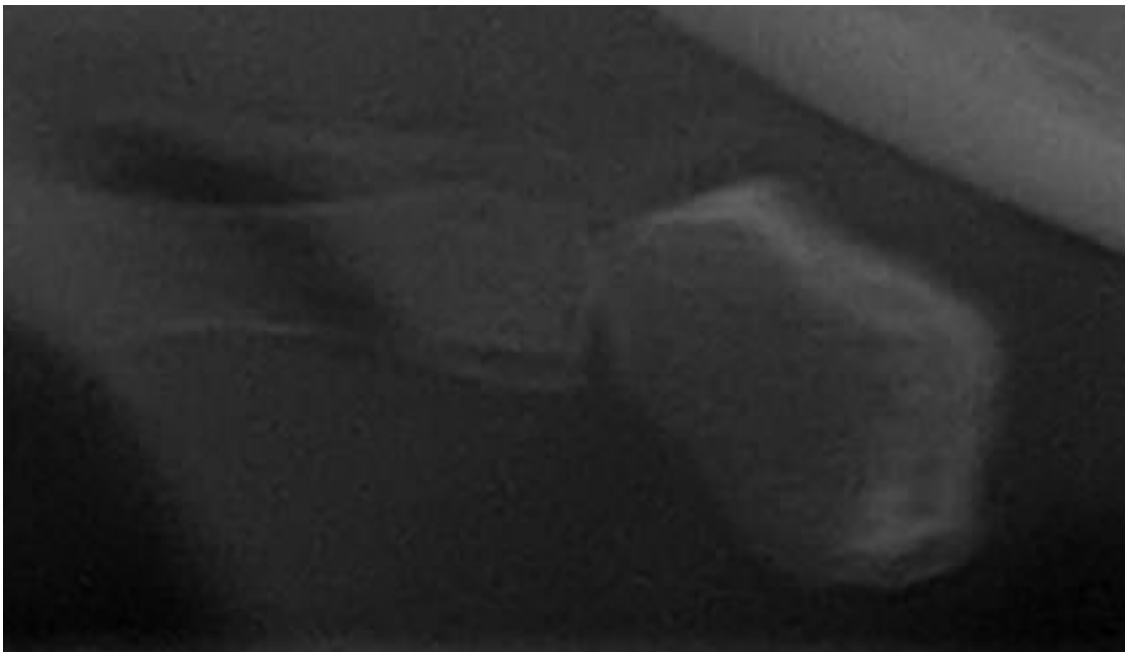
Ortopantomografía dental. Fusión del asta mayor del hioides parcial.
